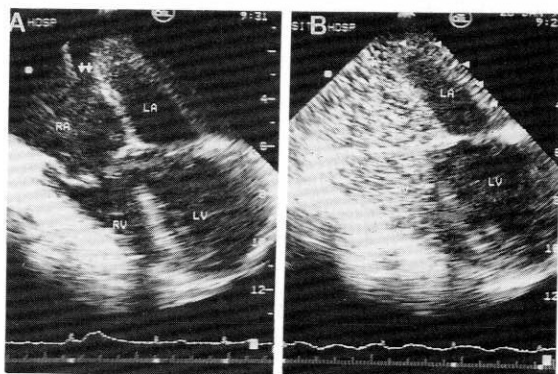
Transesophageal echocardiogram shows that marked dilated coronary sinus drains into the right atrium, the arrows indicate the direction of flow(A). The coronary sinus is opacified with contrast medium, draining into right atrium (arrow-heads), following left arm venous injection of agitated saline(B). RA: right atrium, RV: right ventricle, LA: left atrium, LV: left ventricle.
